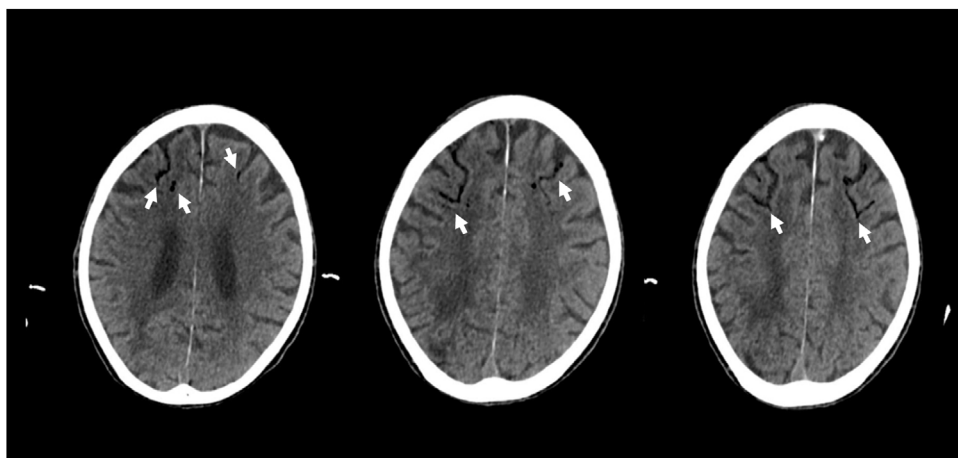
Tomografía de cráneo simple. Imágenes hipodensas serpingiformes corticales frontales anteriores bilaterales (flechas blancas) altamente sugestivas de embolismo graso, foco malácico secuelar occipital derecho, leucoencefalopatía microangiopática.
